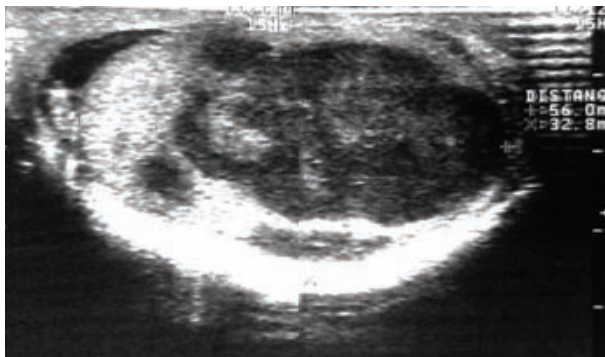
Ultrasonido de testículo izquierdo.
